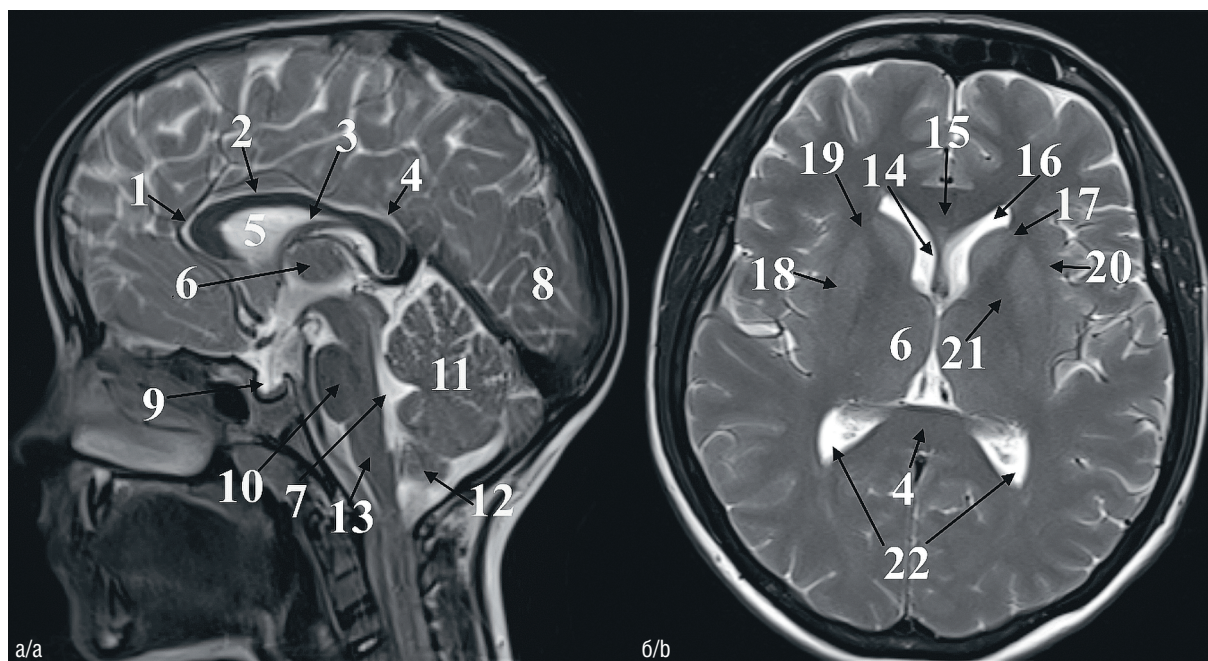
МРТ головного мозга, T2-последовательность: а — сагиттальная проекция; б — аксиальная проекция. 1 — колено и клюв мозолистого тела; 2 — ствол мозолистого тела; 3 — свод; 4 — валик мозолистого тела; 5 — полость боковых желудочков; 6 — таламус; 7 — полость IV желудочка; 8 — клин; 9 — гипофиз; 10 — мост; 11 — мозжечок; 12 — миндалина мозжечка; 13 — продолговатый мозг; 14 — прозрачная перегородка; 15 — колено мозолистого тела; 16 — передние рога боковых желудочков; 17 — головка хвостатого ядра; 18 — чечевицеобразное ядро; 19 — передние ножки внутренней капсулы; 20 — наружная капсула; 21 — задние ножки внутренней капсулы; 22 — задние рога боковых желудочков
